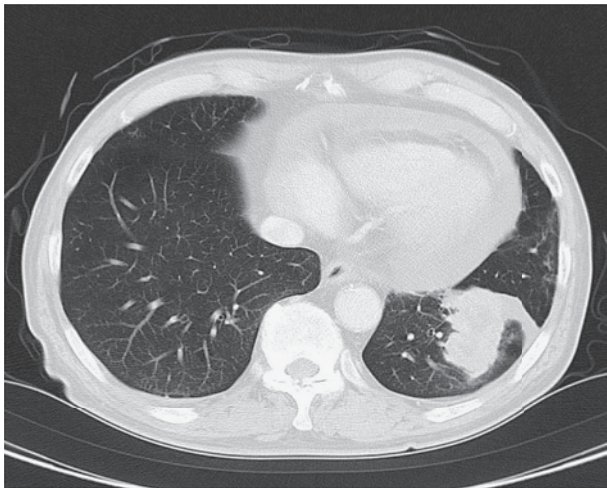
A chest computed tomography (CT) scan shows an irregularly-shaped tumor measuring 5 cm with some pleural effusion in S⁸ of the left lung.
